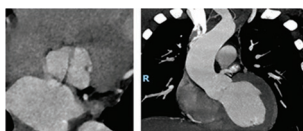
Angiotomografía contrastada con proyección en válvula aórtica y tracto de salida del ventrículo izquierdo
